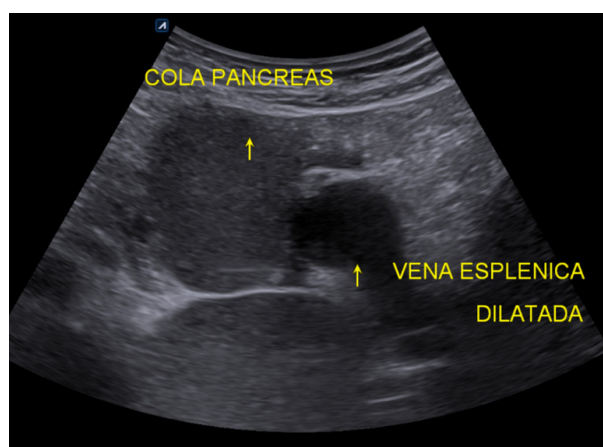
Ecografía de la cola del páncreas. En la topografía de la cola pancreática se observa una masa sólida, exofítica y de contornos netos, marcadamente hipoecogénica (flecha superior). En la porción inferior, se identifica la vena esplénica dilatada (flecha inferior), compatible con signos de congestión portal.
